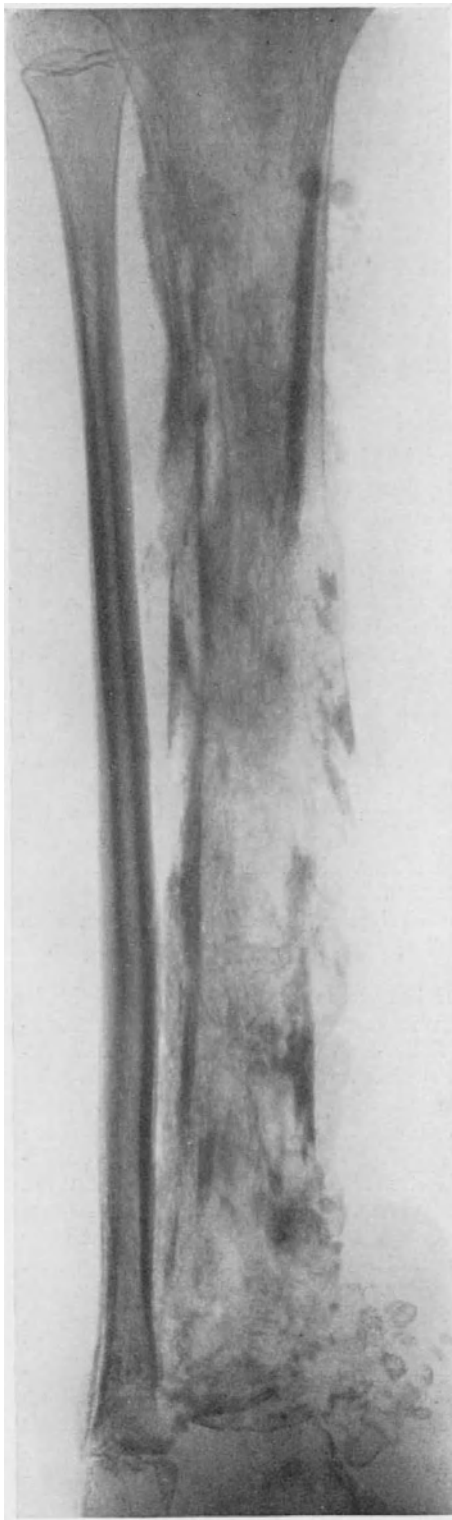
Röntgenbild einer eitrigen, von der distalen Metaphyse ausgegangenen Panostitis der Tibia nach Ablauf des akuten Stadiums.
